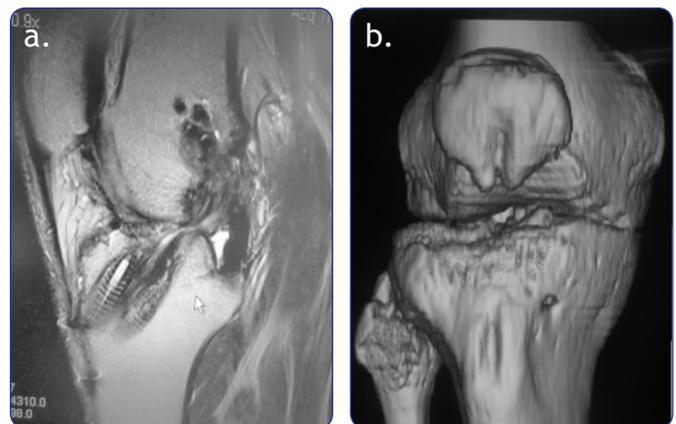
a) Resonancia magnética de falla de injerto primario de LCA. b) TAC con reconstrucción 3D después de la reconstrucción primaria con injerto de HTH.
